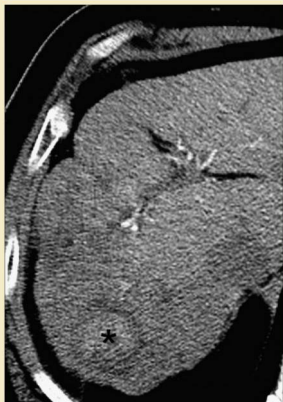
Fase arterial de una TC trifásica que muestra un carcinoma hepatocelular hipervascularizado solitario en el segmento VI (asterisco).
